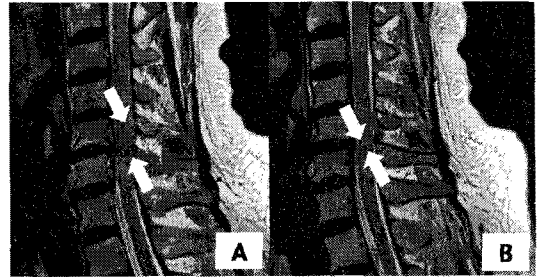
T2 sagittal magnetic resonance imaging of a 51-year-old woman who developed cervical myelopathy. Cervical disc protrusion was seen at C5-6. It is detected hyper-intense signal at C5-6 disc level(arrow) and loss of the cervical lordosis.
